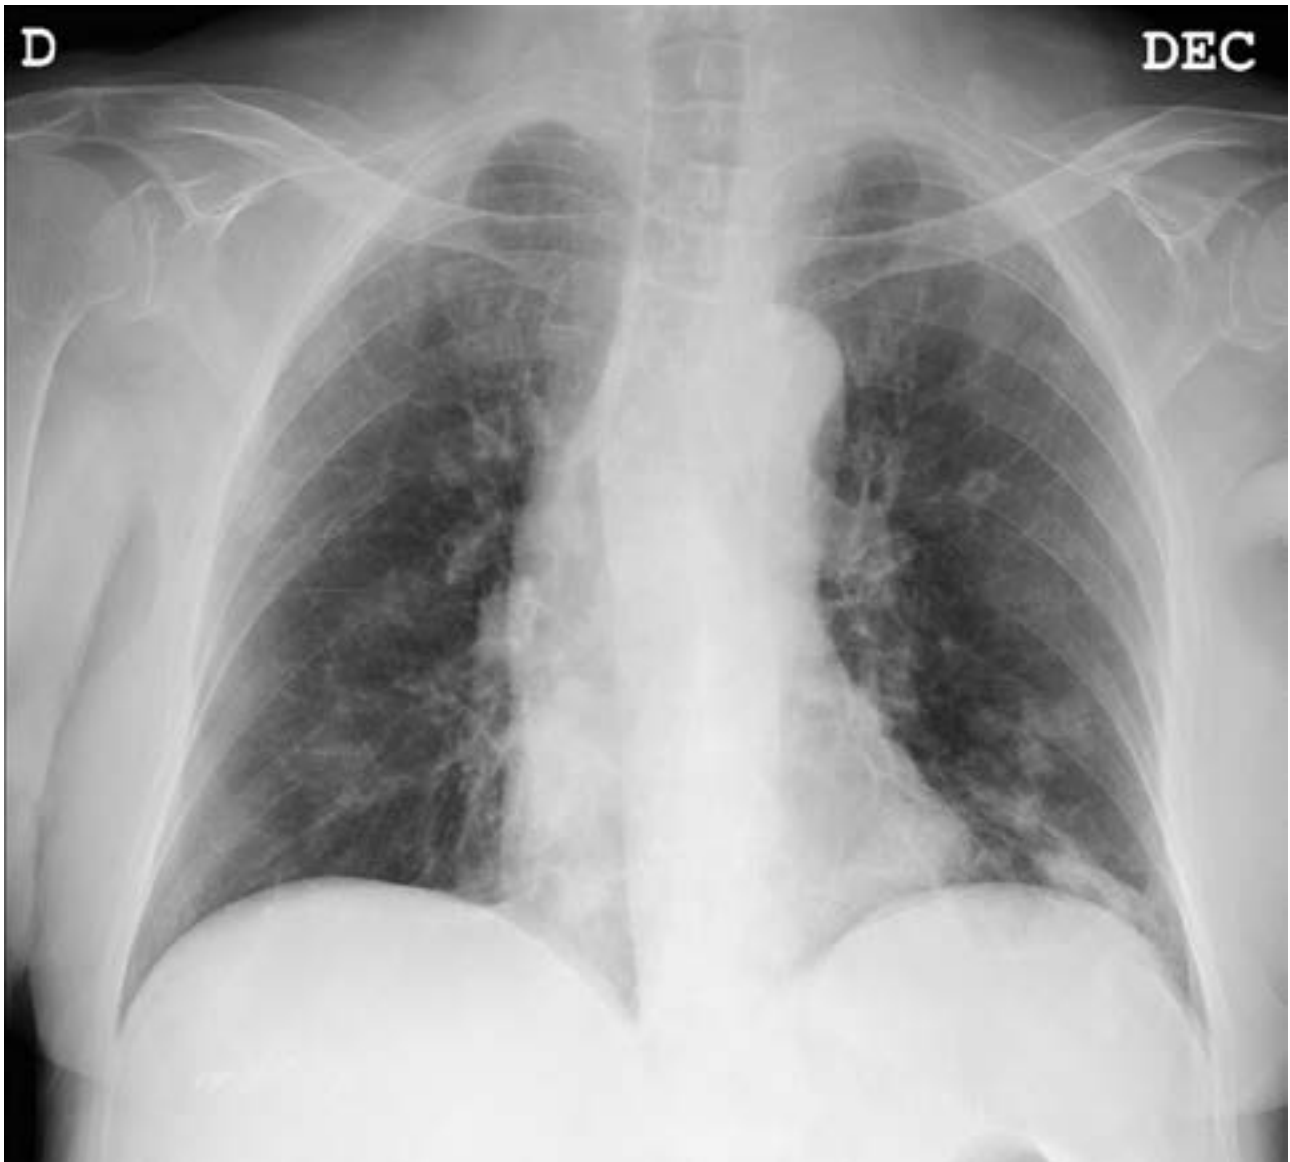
Radiografía anteroposterior de tórax: se observan condensaciones pseudonodulares bilaterales de predominio en ambas bases y bronquiectasias.
